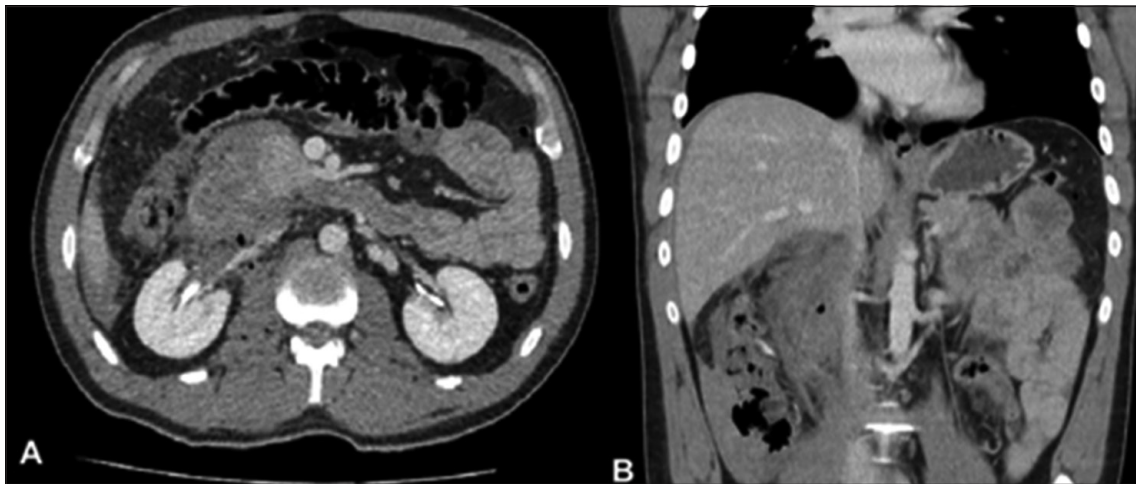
TAC abdomen y pelvis, cortes sagital (A) y coronal (B) que evidencia colección peripancreática retroperitoneal con burbujas de aire en su interior.
